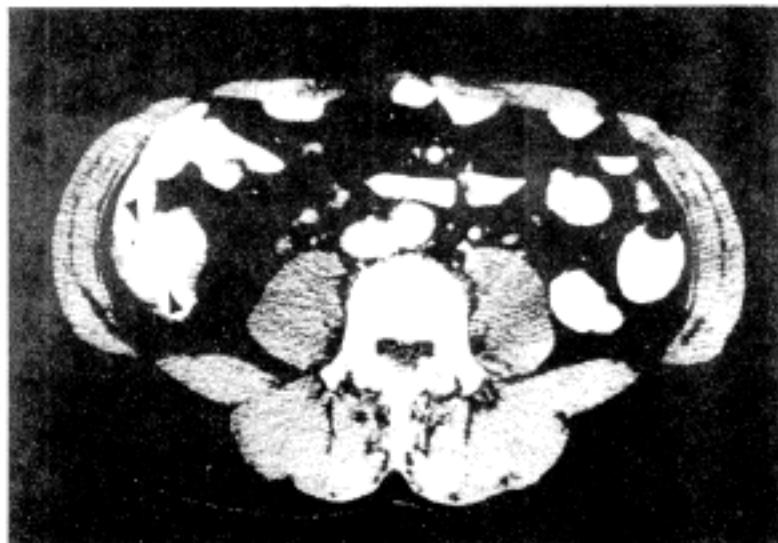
CT of low abdomen shows irregular wall thickening is noted in the proximal portion of the ascending colon.
